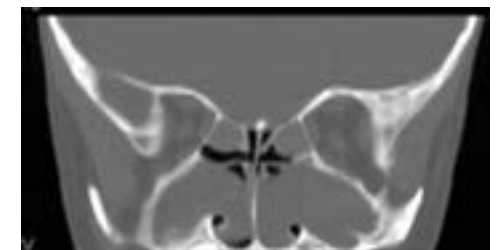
КТ носа та пазух дитини з муковісцидозом (мукоцеле обох верхньощелепних пазух зміщує латеральну стінку носа досередини) (Oomen, April, 2012)
